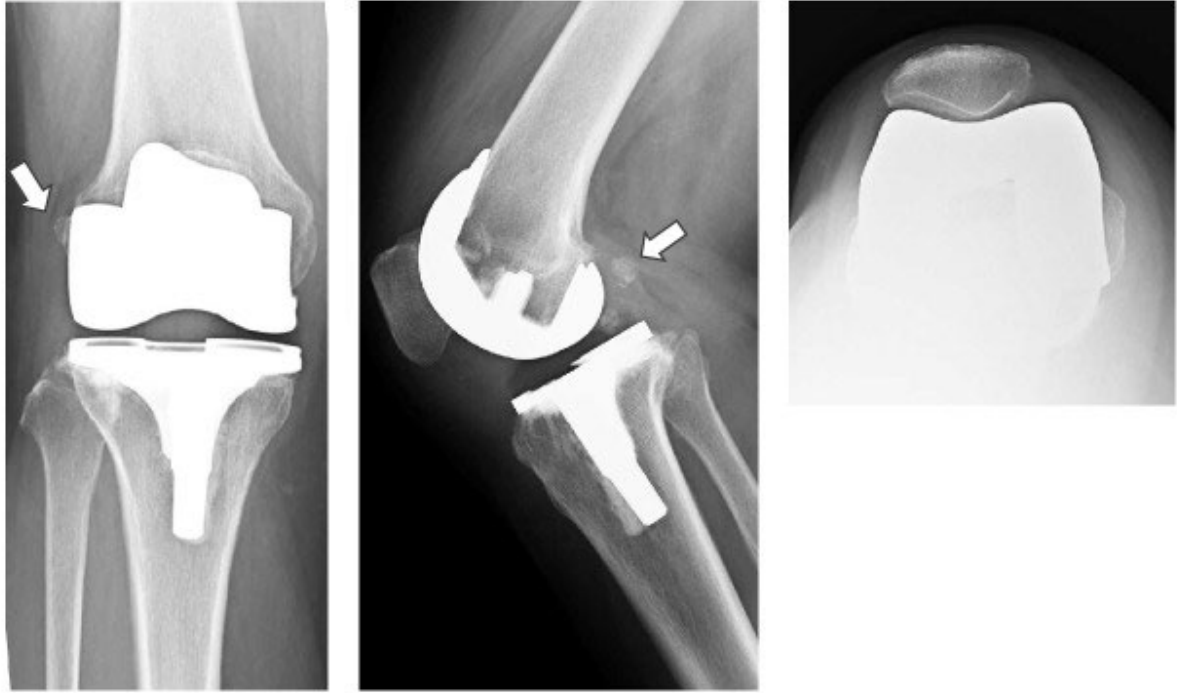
Radiografía simple en la que la flecha blanca señala la fabela<sup>32</sup>.
